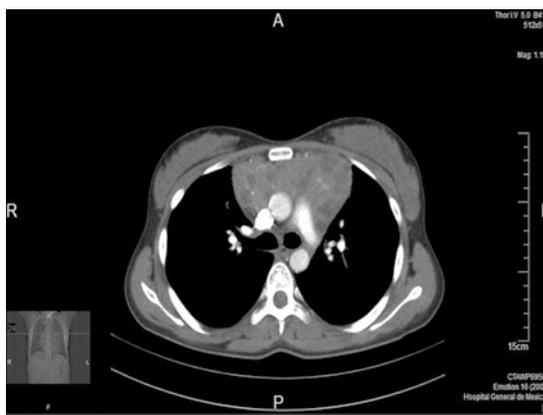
Tomografía axial computada de tórax que muestra un tumor en el mediastino anterior de 14 x 10 cm.
